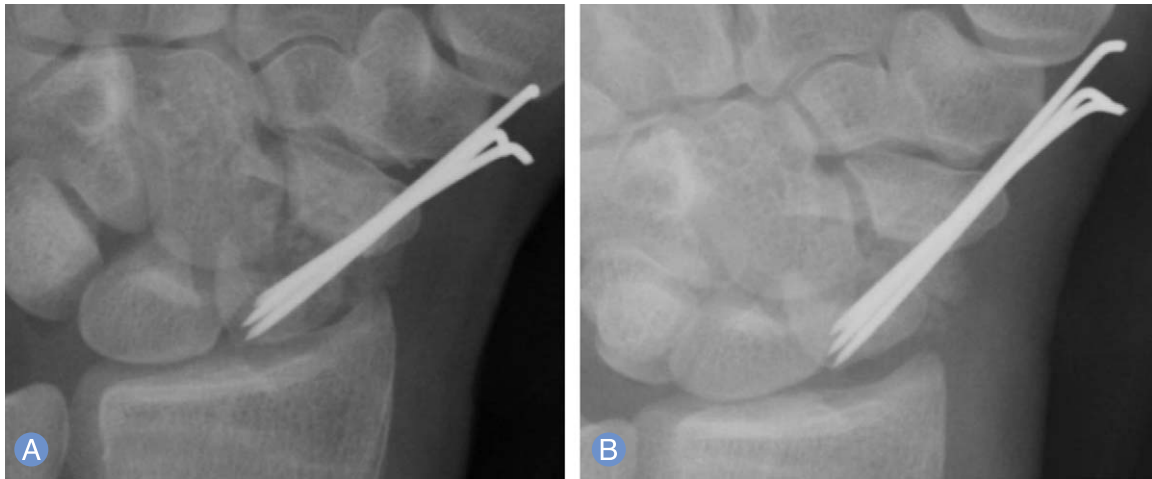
Immediate postoperative plain left wrist anteroposterior (A) and scaphoid (B) radiographs show internal fixation with K-wires and grafted bone at the nonunion site.
